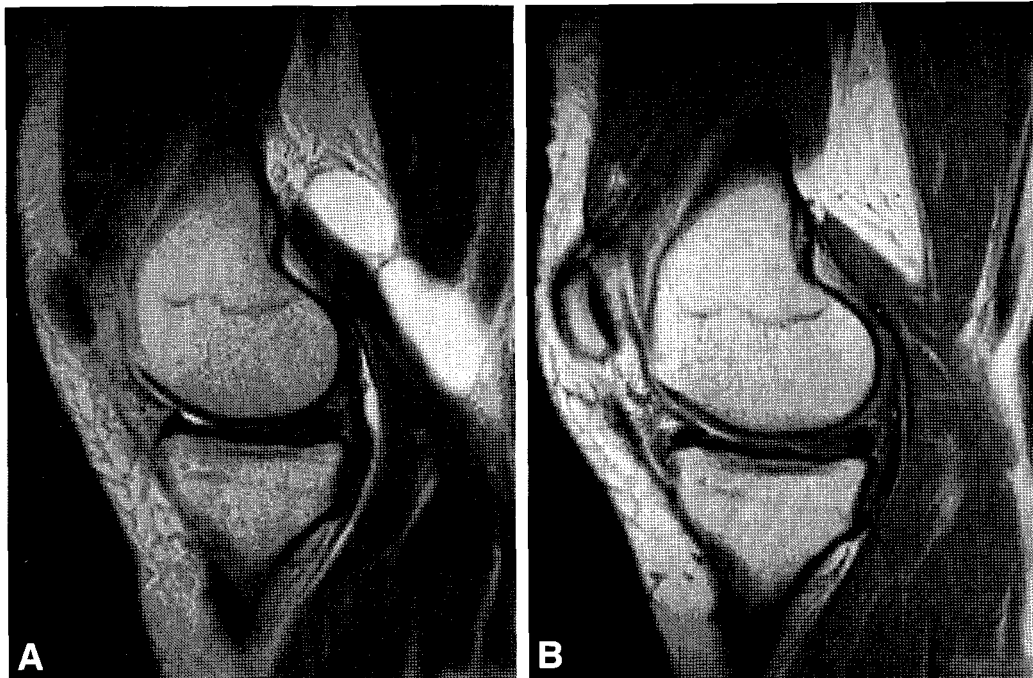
(A) T1-weighted lateral MR image showed popliteal cyst. (B) There was no recurrence at last follow up.
